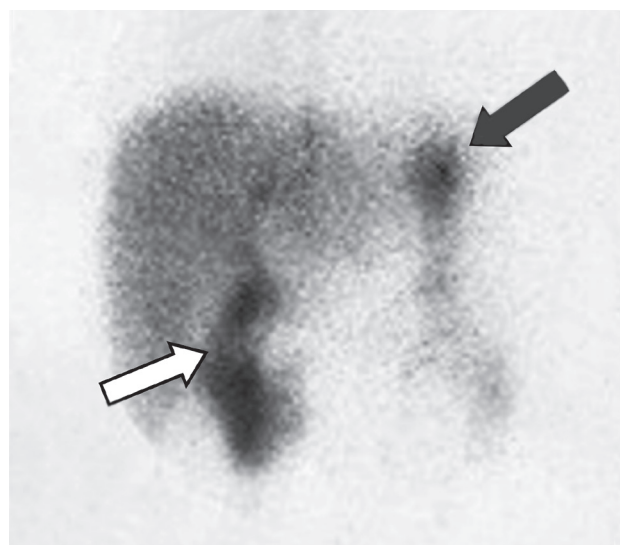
Сцинтиграфический вариант дискинезии двенадцатиперстной кишки (ДПК). Дуодено-дуоденальный рефлюкс (белая стрелка) – «депо»  $^{99m}\text{Tc}$ -HIDA в проекции верхней и нисходящей частей ДПК. Дуодено-гастральный рефлюкс (черная стрелка) – фокус радиоактивности в проекции желудка
